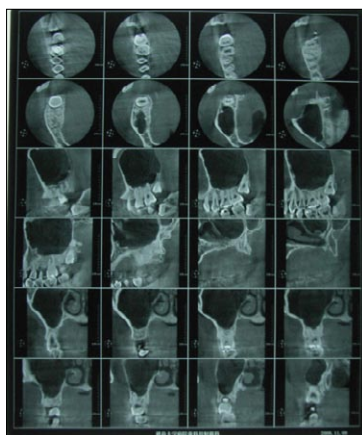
VirtualPlaceでフィルム出力した歯科用コーンビームCT画像上から2段ごとに、水平断、矢状断、冠状断の画像である。
